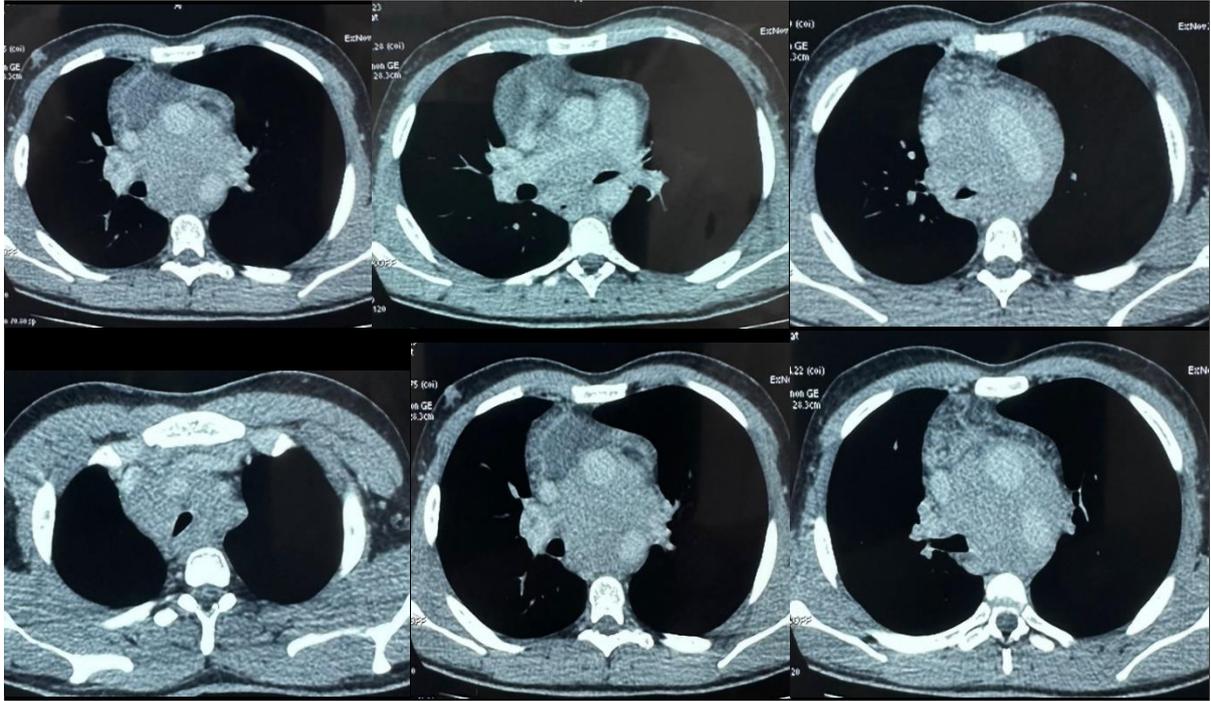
planche médiastinale d'une TDM thoracique objectivant une masse médiastinale antéro supérieure compressive
